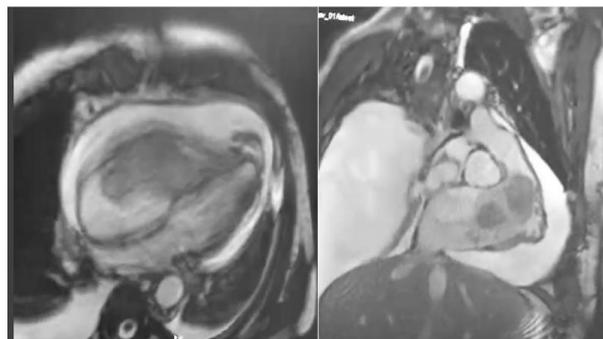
image IRM séquence ciné SSFP montrant une masse hétérogène dans le ventricule droit insérée dans sa face latérale
